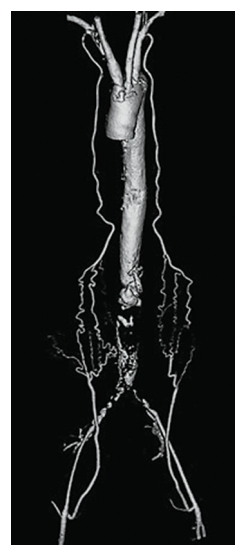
Данные мультиспиральной компьютерной томографии аорты.
